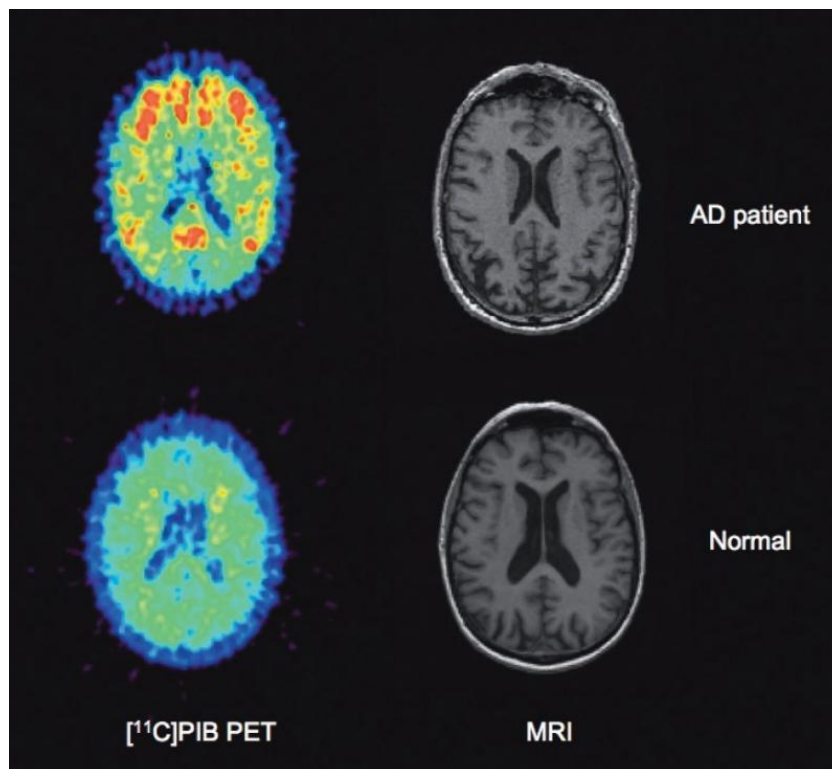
Imágenes cerebrales tomadas por PET de un individuo normal y un paciente con Alzheimer.
